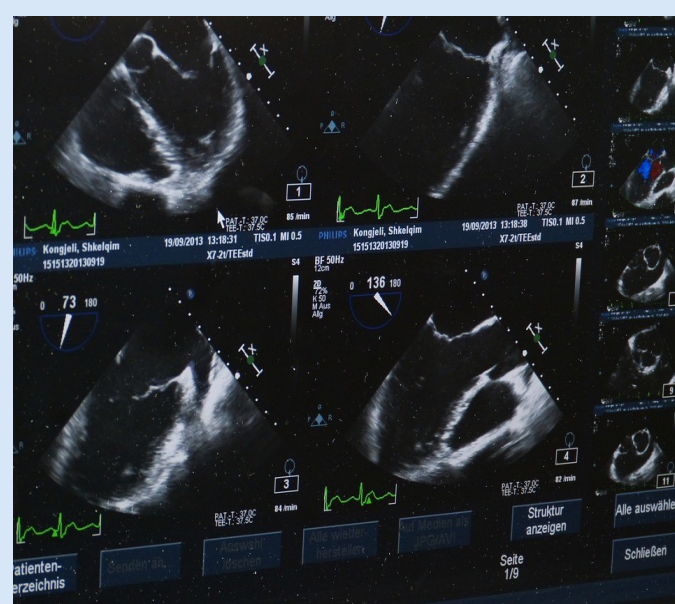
Pantalla de ecocardiograma en donde se aprecian múltiples ventanas
